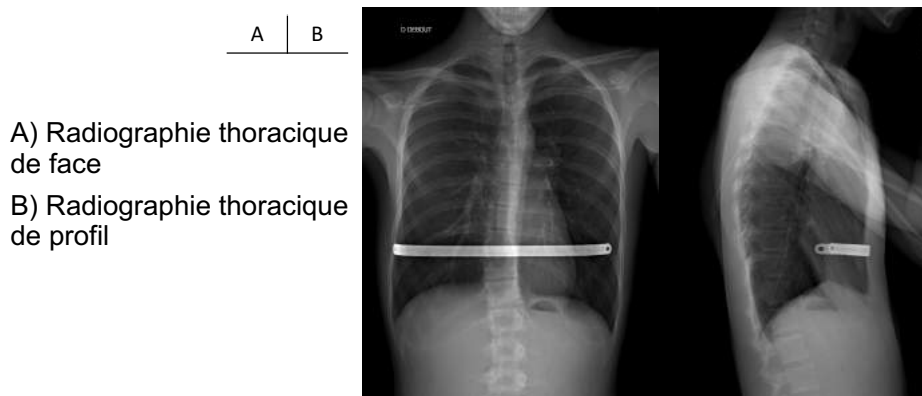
radiographies post-opératoires de face et de profil post-intervention selon D.Nuss avec fixation de la barre par point transcostal résorbable.
